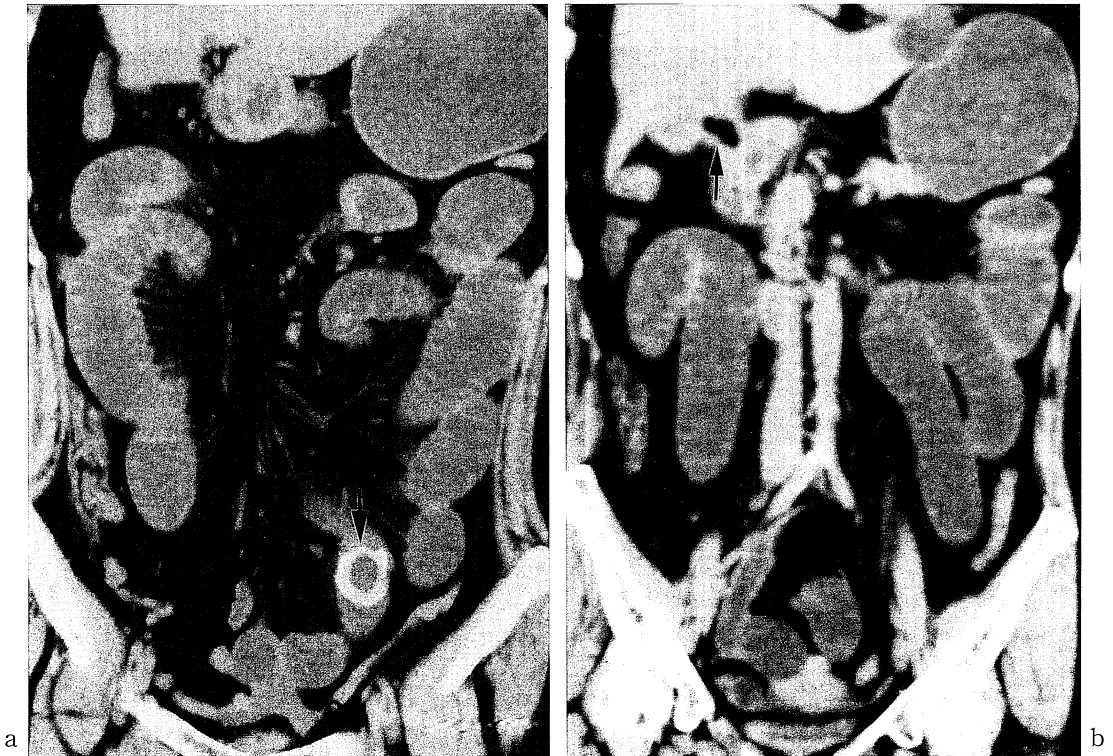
Abdominal CT (MPR coronal image) : a) the stomach and the small intestine were dilation. An oval-shaped calcification 20mm in diameter (arrow) in the small intestine was seen. b) Cholecystoduodenal fistula were seen (arrow).
